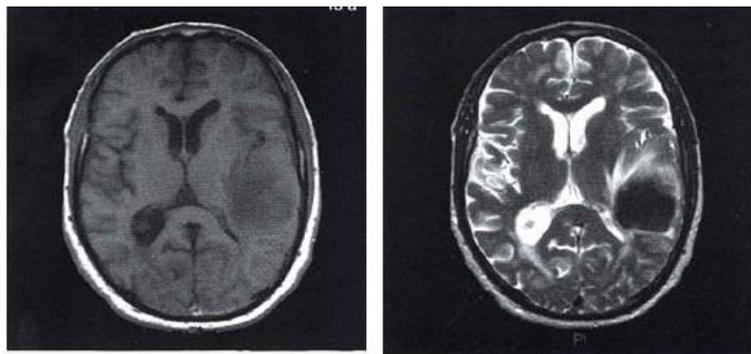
Resonancia magnética, Hematoma agudo, discretamente hipointenso en T1 y francamente hipointenso en T2. Edema en formación en periferia de hematoma.
